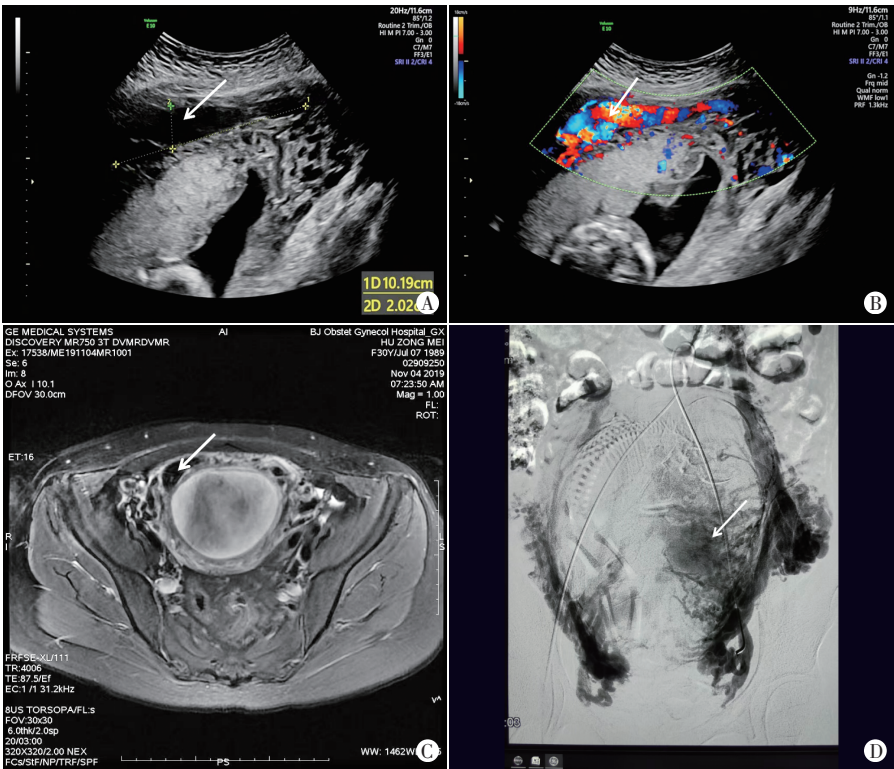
妊娠期 UAVF 患者(30 岁,孕 19 周)产前超声、MRI 及 DSA 图
